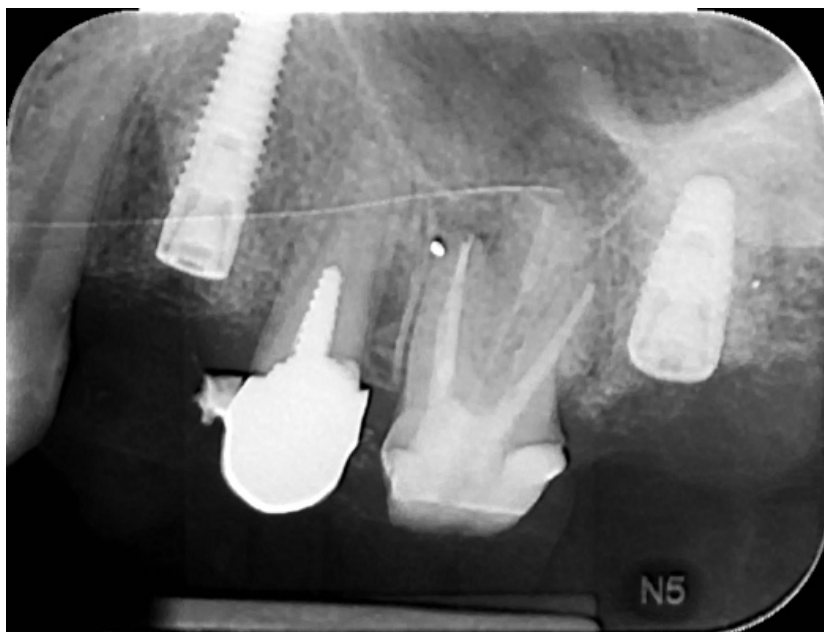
Radiografia di controllo a 4 mesi*
